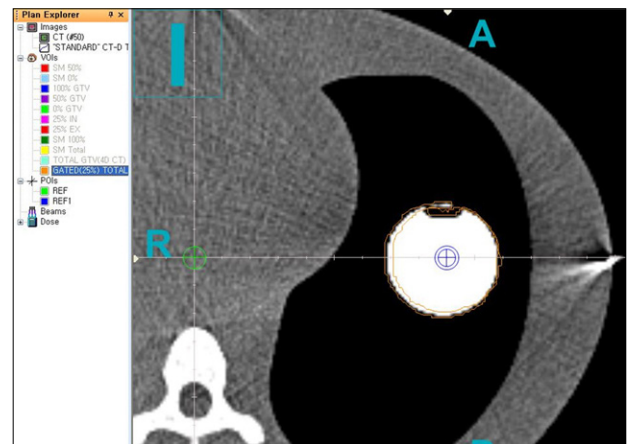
Axial 4D-CT image of the GTV acquired during 25% expiration phase and 25% inspiration phase.
